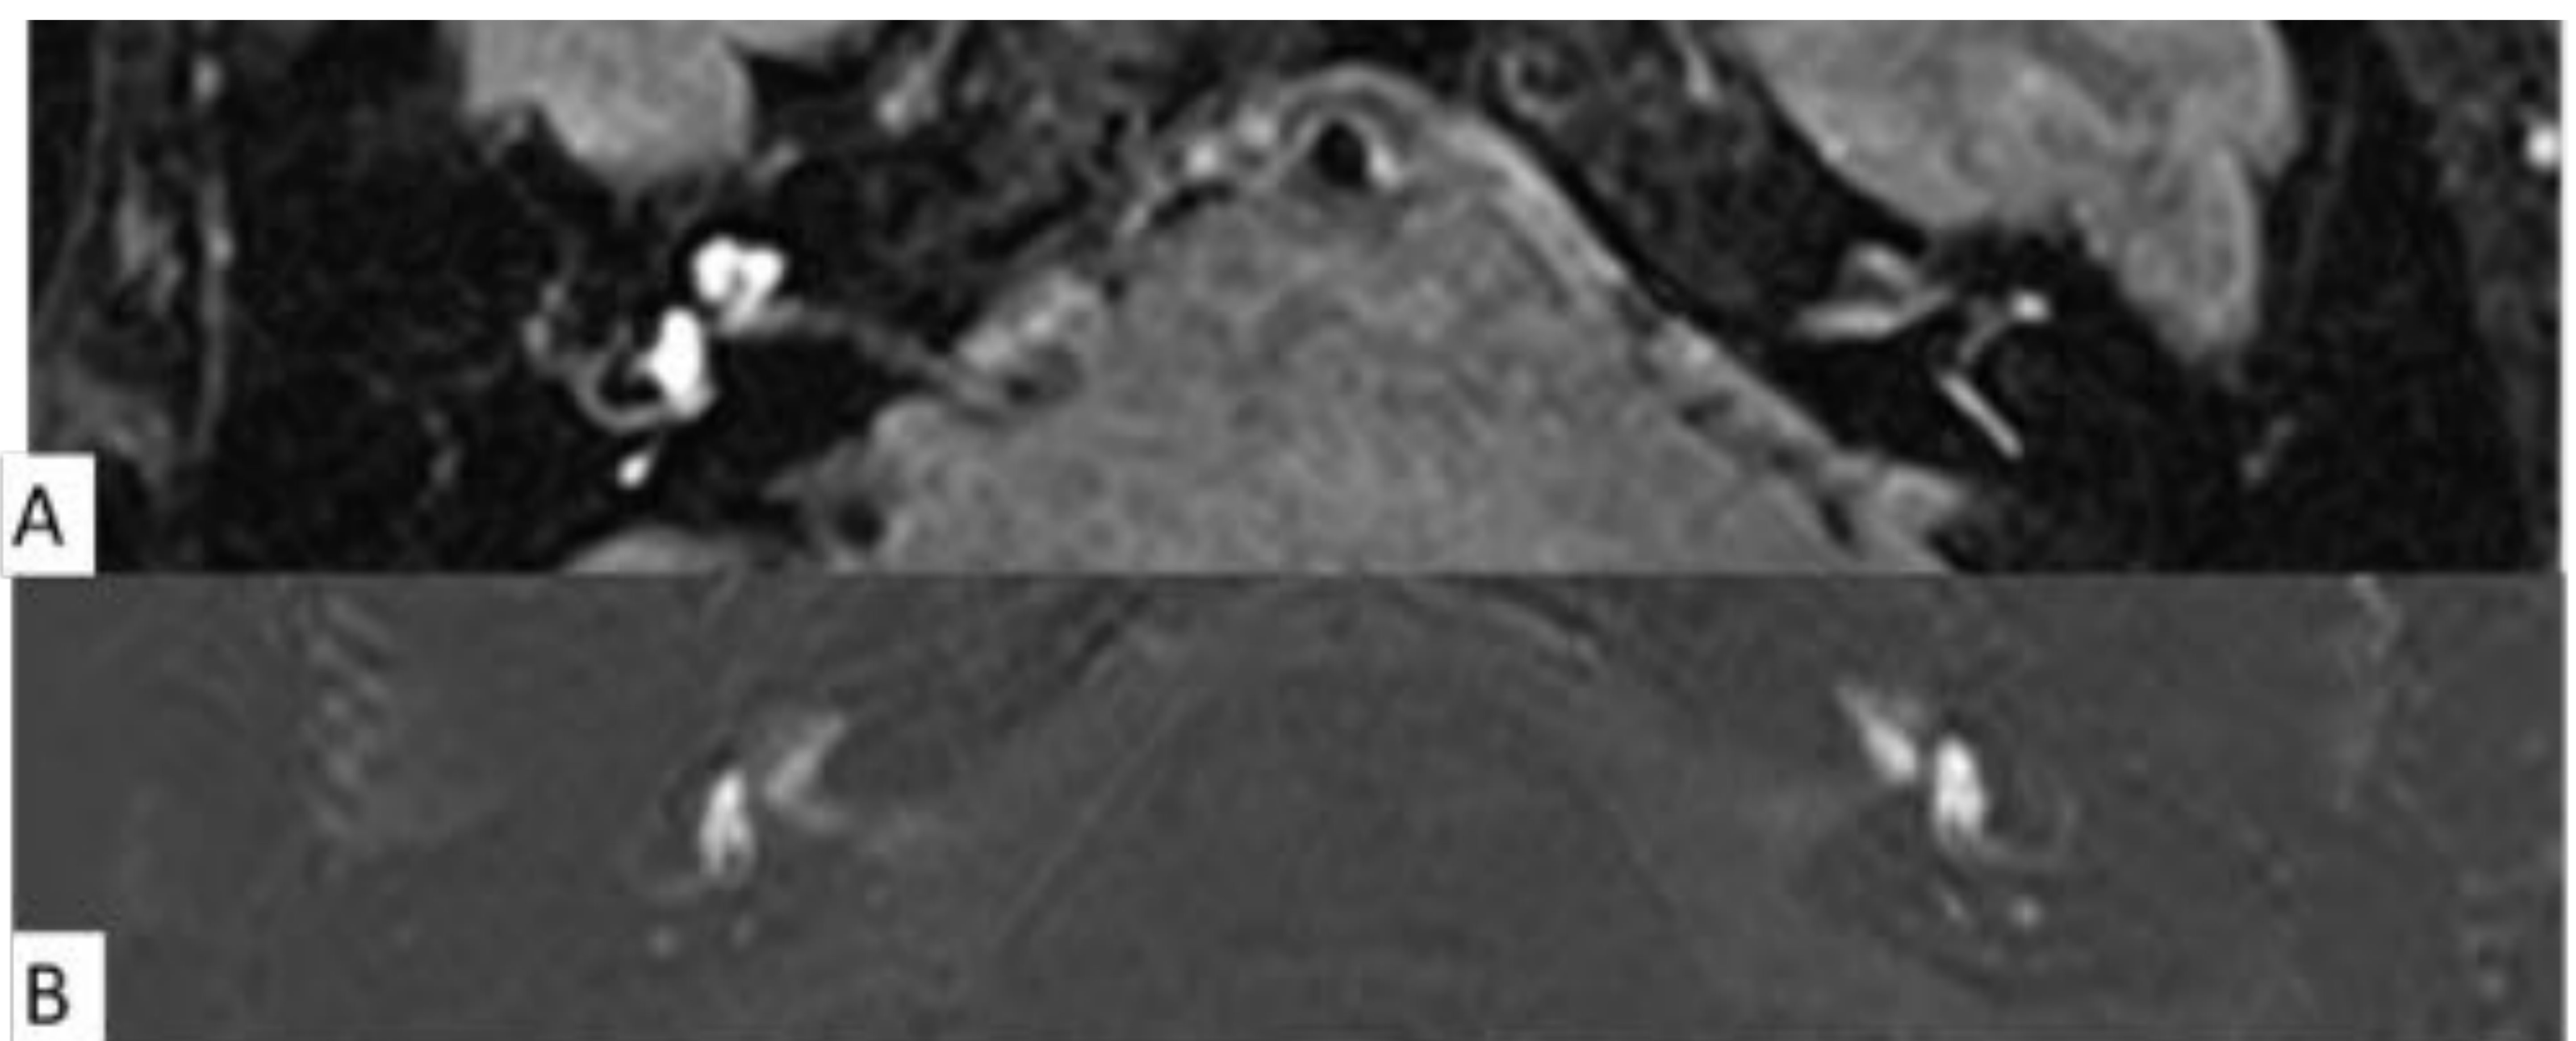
Comparación de concentración de gadolinio de secuencias inversión-recuperación. (A) Secuencia 3D FLAIR se identifica mayor contraste entre espacio perilinfático, endolinfático y hueso temporal, que en 3D real IR (B).
